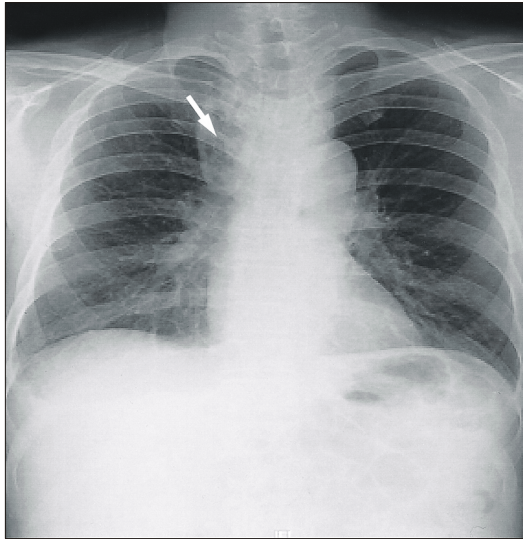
Chest x-ray. Right paratracheal mediastinal widening containing air shadows (arrow) are noted.
